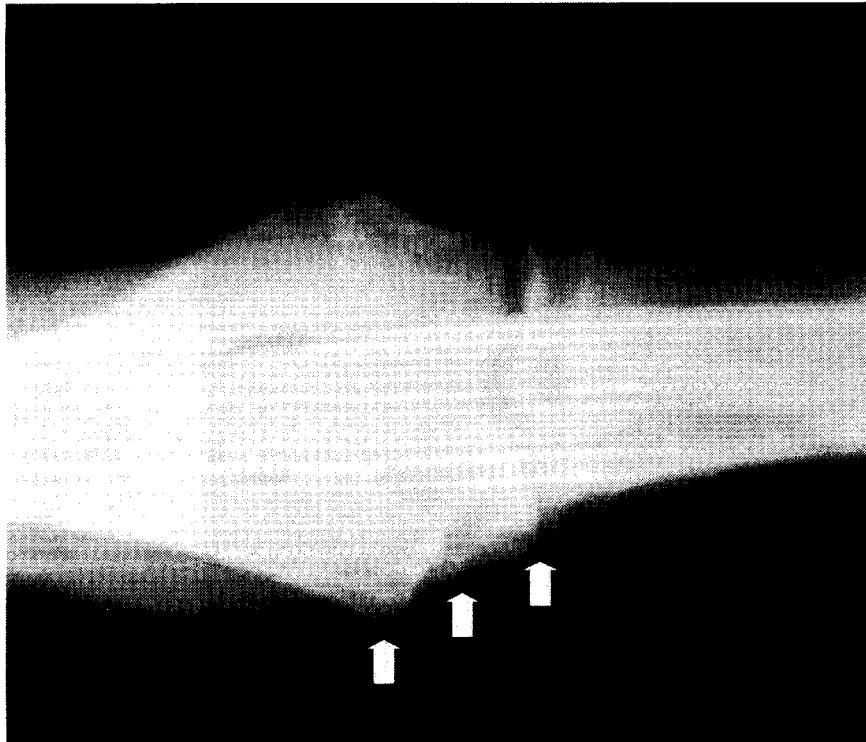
肘関節の骨棘形成(⇨)と同症例のCT-3D像における
